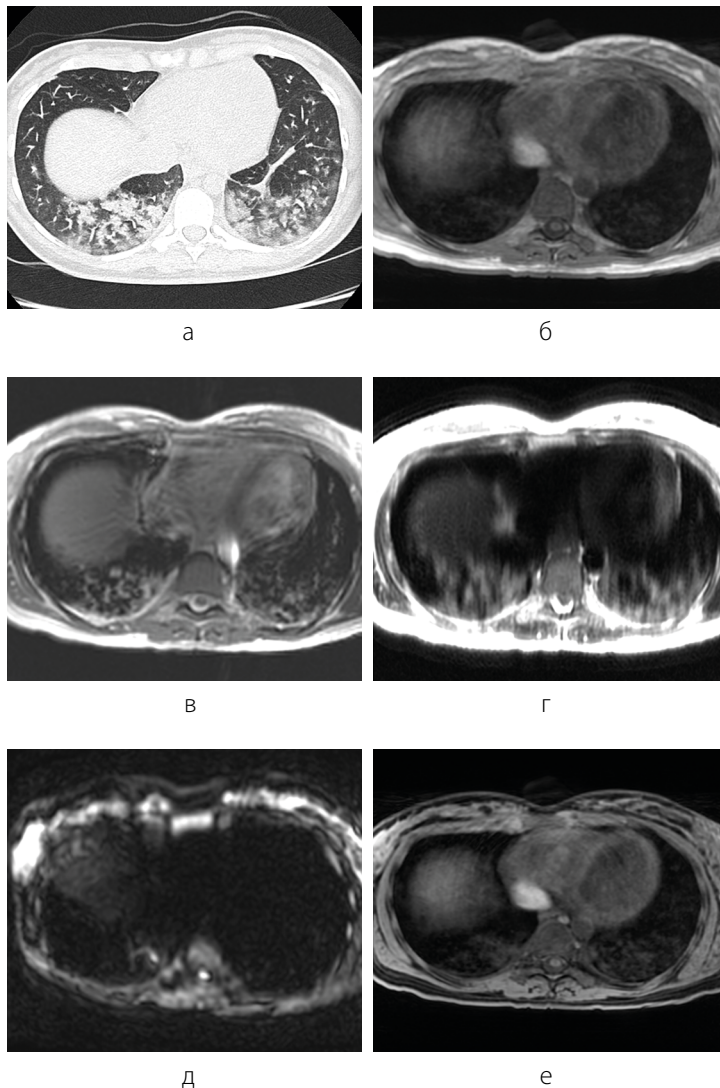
КТ и МР-исследование органов грудной клетки, а – КТ в аксиальной плоскости, б-е – МР-томограммы (б – T1-ВИ (in-phase), в – T2-ВИ FSE, г – T2-ВИ SSFSE, д – ДВИ ( $b = 1000 \text{ с/мм}^2$ ), е – T1-ВИ 3D GRE Dixon Water). Отмечаются участки «матового стекла» в S7, 9, 10 (а), в соответствующих отделах на МР-томограммах легких отмечаются участки изоинтенсивного сигнала на всех ИП (б–е)
